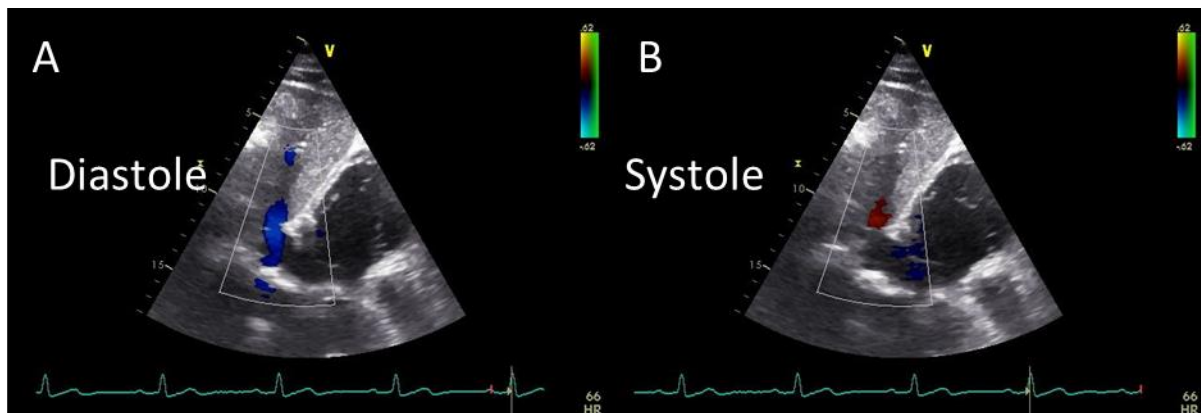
Subcostales Echo bei einer Person mit Trikuspidalinsuffizienz, Farbdoppler der V. hepatica in Diastole und Systole zeigt die systolische Flussumkehr (rot), alternativ bei Positionierung des pw-Dopplers in der V. hepatica ebenfalls Nachweis des retrograden systolischen Flusses
